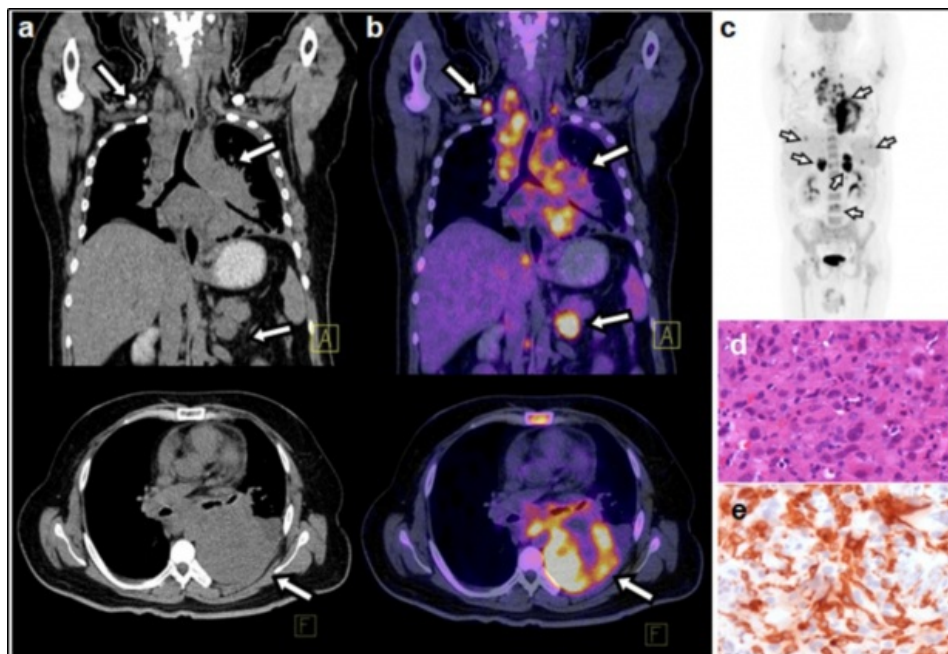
Hombre de 39 años con disnea. a) Tomografía contrastada en coronal y axial que muestra extensa lesión pulmonar izquierda (flechas). b) Fusión PET-CT 18F-FDG que evidencia hipermetabolismo en la lesión pulmonar, así como en adenopatías cervicales, retroclaviculares, mediastinales, hígado, bazo, glándulas suprarrenales y yeyuno. c) Proyección de máxima intensidad de PET que muestra el aumento de metabolismo en las lesiones descritas. d) Imagen teñida con hematoxilina y eosina que evidencia histiocitos con infiltrado inflamatorio mixto. e) Inmuntinción para CD163 (marcador histiocítico); datos compatibles con un sarcoma histiocítico.
